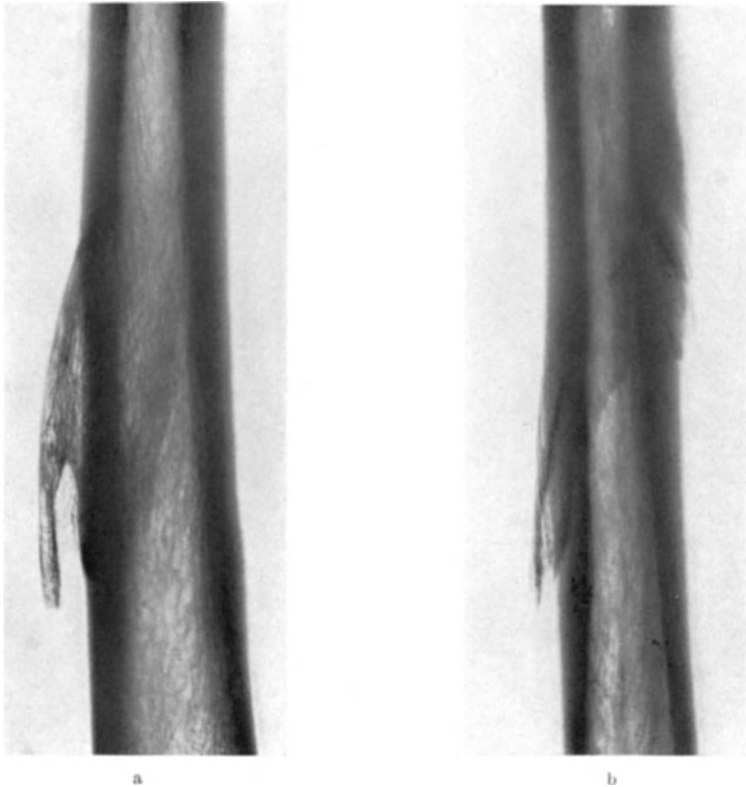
a und b. Gleichartige Exostosen an der Vorderfläche zweier Oberschenkelknochen im Röntgenbild. Aufgenommen sind die beiden rechten Oberschenkelknochen der Abb. 79.
